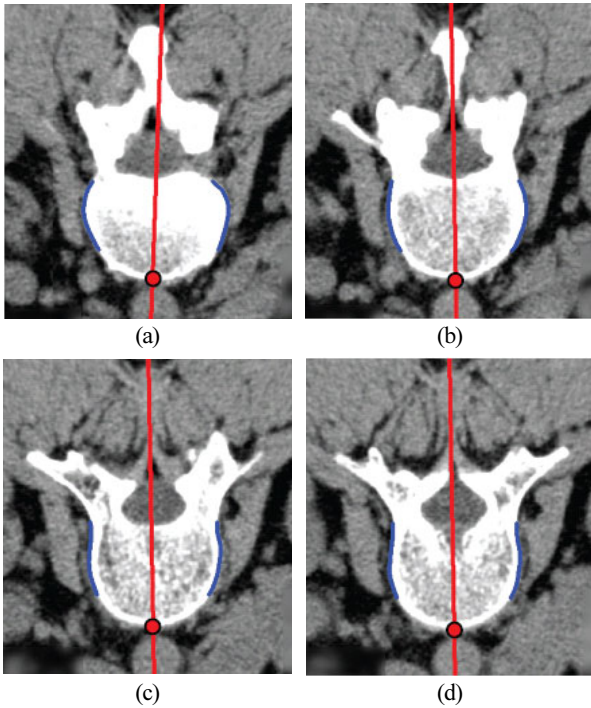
결정된 척추의 좌/우 대칭축 예시 (a)-(d) 요추의 여러 CT 단면 정보를 이용하여 근사한 좌/우 대칭축.
